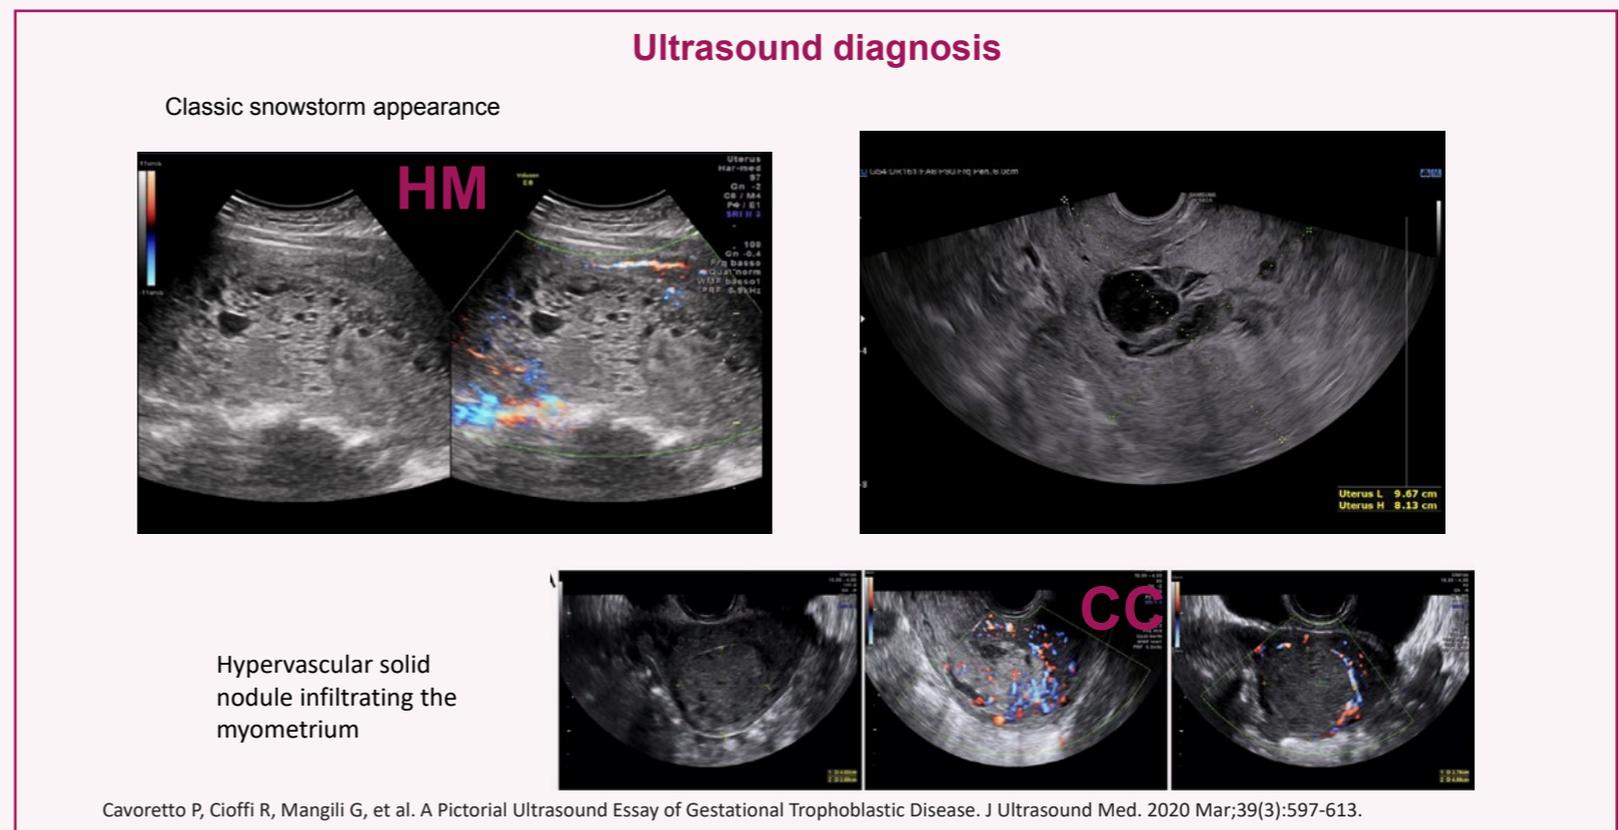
Aspetto ecografico della mola vescicolare e del coriocarcinoma.
